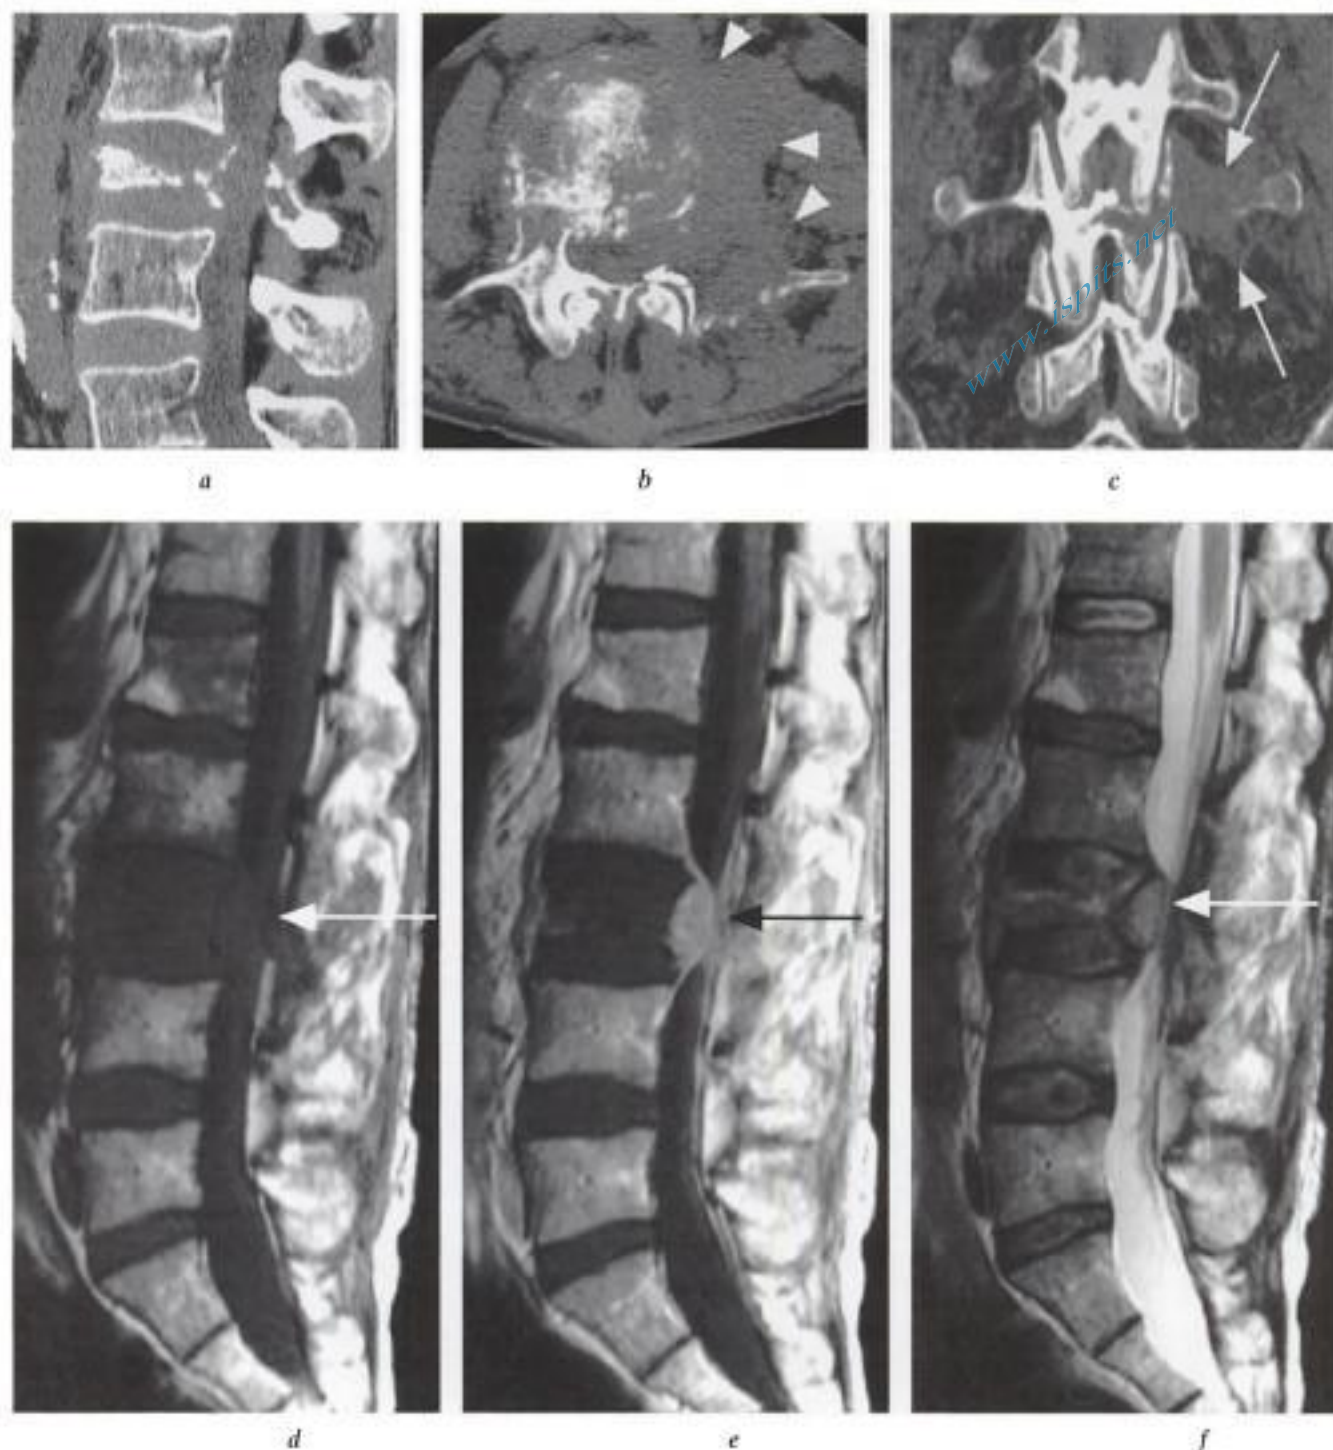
Tassement pathologique de L3, corrélation TDM-IRM.
